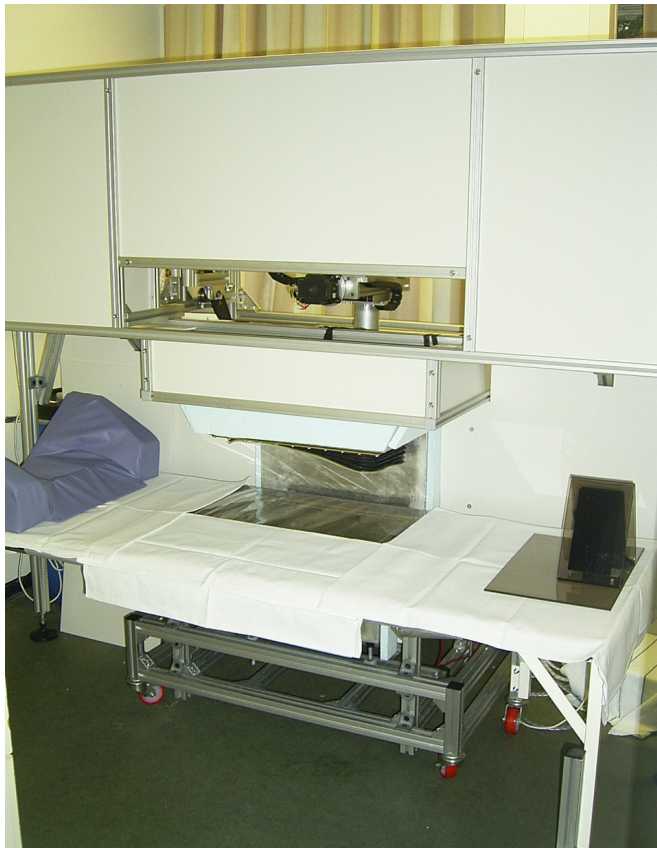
Foto des Femur Ultrasound Scanners
